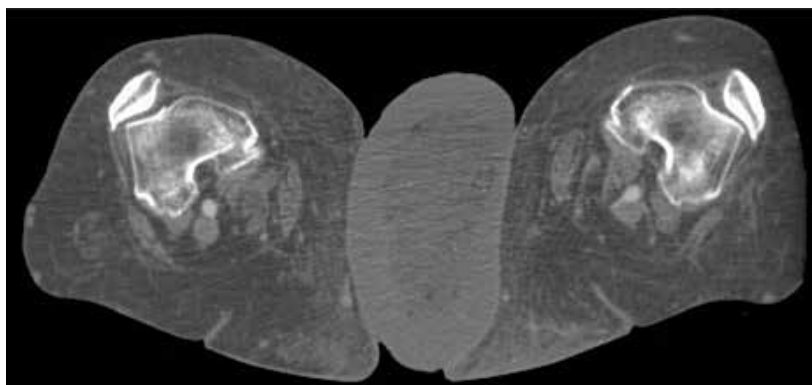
Компьютерная томограмма нижней конечности на уровне нижней трети бедра. Аксиальная плоскость. Мягкотканное окно. Определяется выраженное утолщение подкожной клетчатки с ее фиброзными изменениями. Слева отмечается крупная кожная складка с выраженным фиброзом.
